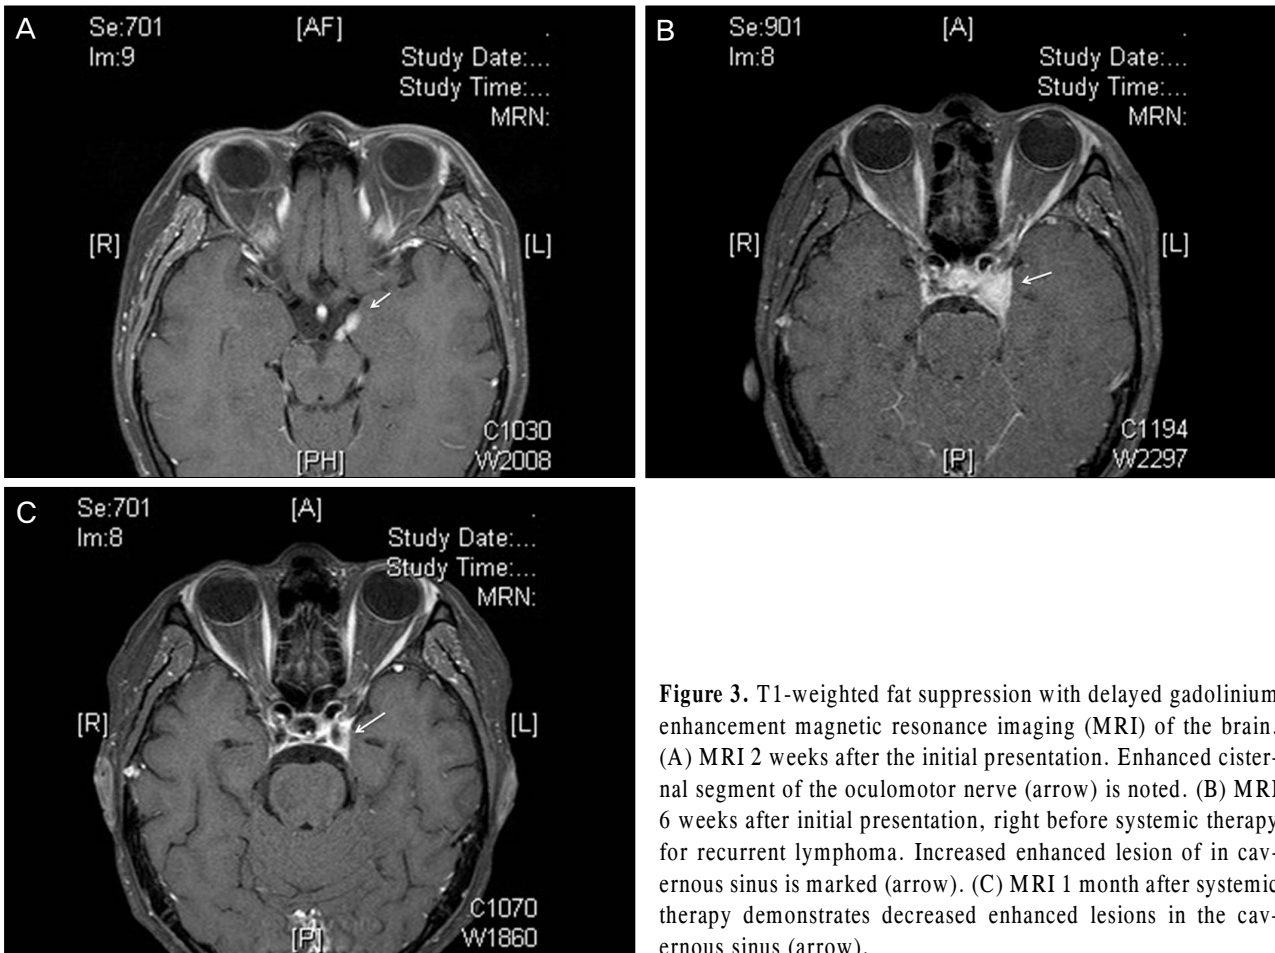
T1-weighted fat suppression with delayed gadolinium enhancement magnetic resonance imaging (MRI) of the brain. (A) MRI 2 weeks after the initial presentation. Enhanced cisternal segment of the oculomotor nerve (arrow) is noted. (B) MRI 6 weeks after initial presentation, right before systemic therapy for recurrent lymphoma. Increased enhanced lesion of in cavernous sinus is marked (arrow). (C) MRI 1 month after systemic therapy demonstrates decreased enhanced lesions in the cavernous sinus (arrow).
